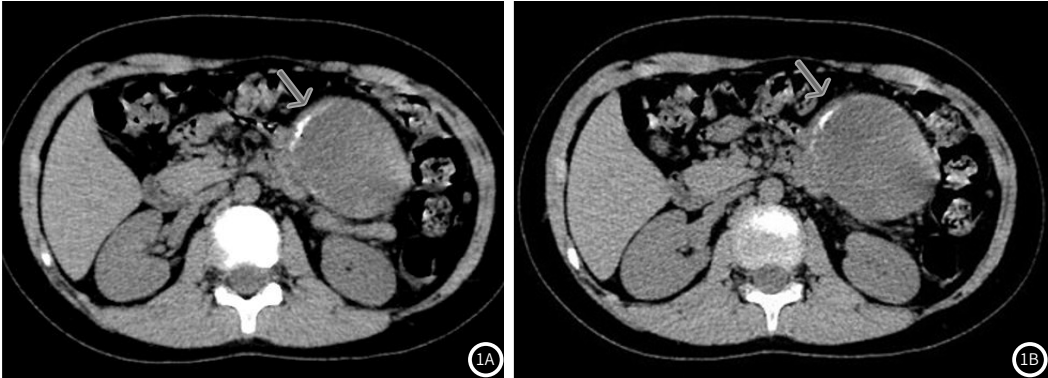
14岁,男孩,胰腺尾部实性假乳头状肿瘤横断位CT图像(图1A,VNE图像、图1B,TNE图像)。(图1A~图1B)胰腺尾部见稍低密度肿块、伴边缘钙化灶(白色箭头)。
